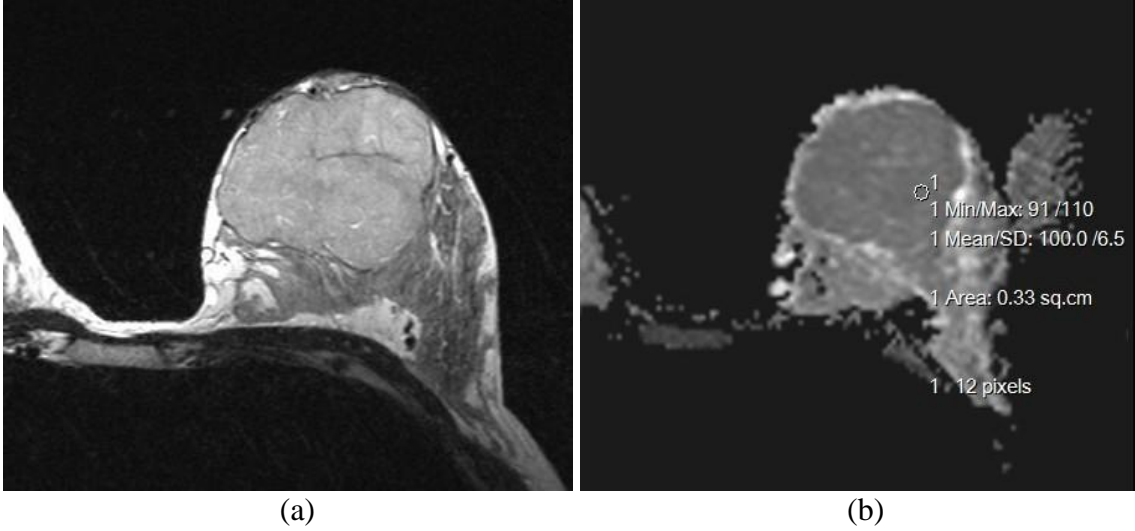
Memede ele gelen kitle şikayeti olan, USG’de düzgün konturlu, ovoid, cilde paralel yerleşimli hipoeoik solid kitlesi bulunan 52 yaşında bayan olgu
